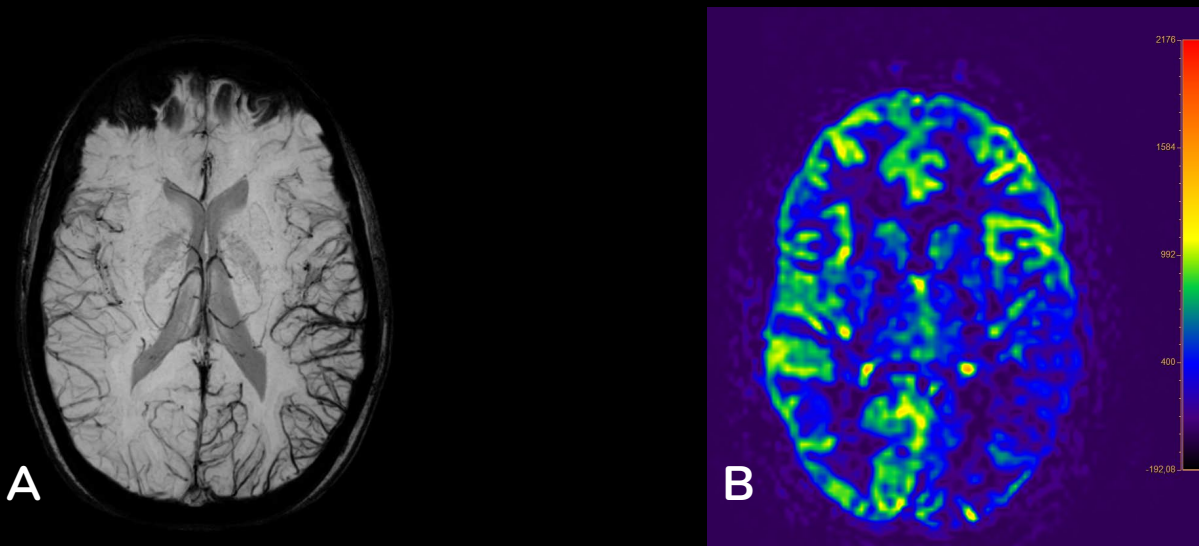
RM en secuencia de susceptibilidad magnética (A) que muestra un mayor número de estructuras venosas en la zona posterior del hemisferio cerebral izquierdo (predominio parieto-occipital) en correlación con una hipoperfusión del mismo territorio en la secuencia ASL (B) en relación a episodio de migraña.
